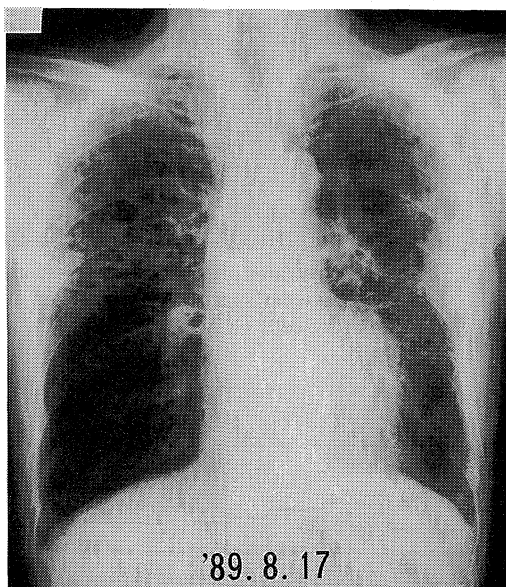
Chest roentgenogram on 22nd day after admission reveals translocation of irregular shadow from upper lung field to lower lung field and pleural effusion below right hair line.
